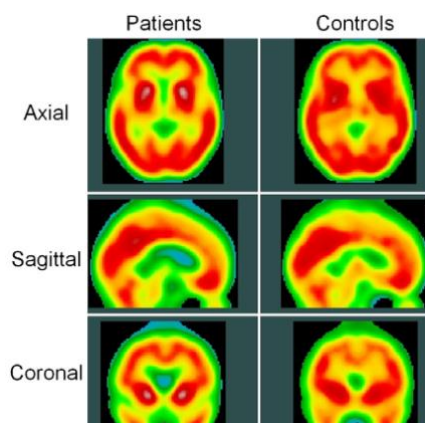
Imagens da fase atrasada de $^{62}\text{Cu-ATSM}$ PET nos pacientes (esquerda) e no controlo (direita) (136).
